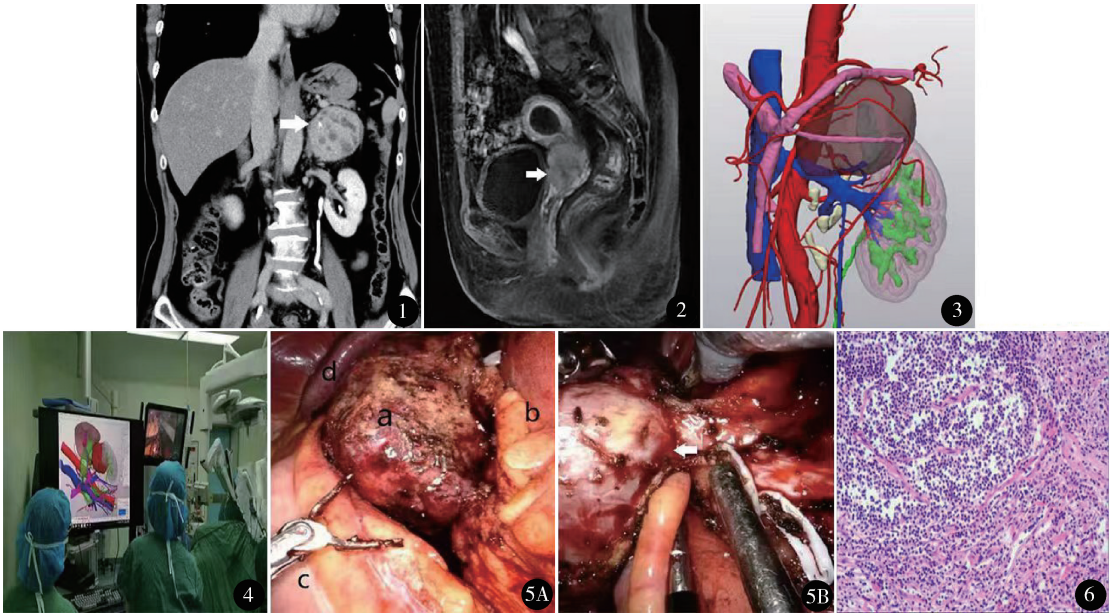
术前腹部增强 CT:冠状位见左侧肾上腺区占位,大小约 8.3 cm × 6.0 cm,动脉期病变明显强化 图 2 盆腔 MRI:矢状位见宫颈处不规则等 T1、稍长 T2 信号团块,大小约 5.7 cm × 4.4 cm × 4.9 cm,侵及阴道 图 3 三维可视化模型:褐色为左侧肾上腺区肿瘤,红色为动脉,蓝色为静脉,绿色为肾集合系统及输尿管 图 4 术中导航图像 图 5 机器人手术视野:A.显露左侧肾上腺区肿瘤(a.瘤体,b.左侧肾脏,C.降结肠,d.脾脏);B.充分游离肿瘤周围组织,将瘤体垂向内侧 图 6 显微镜下见淋巴结内见大片坏死,淋巴细胞围绕生发中心呈“同心圆”状排列,血管壁增厚并玻璃样变,符合肾上腺区 Castleman 病(HE 染色 ×100)
